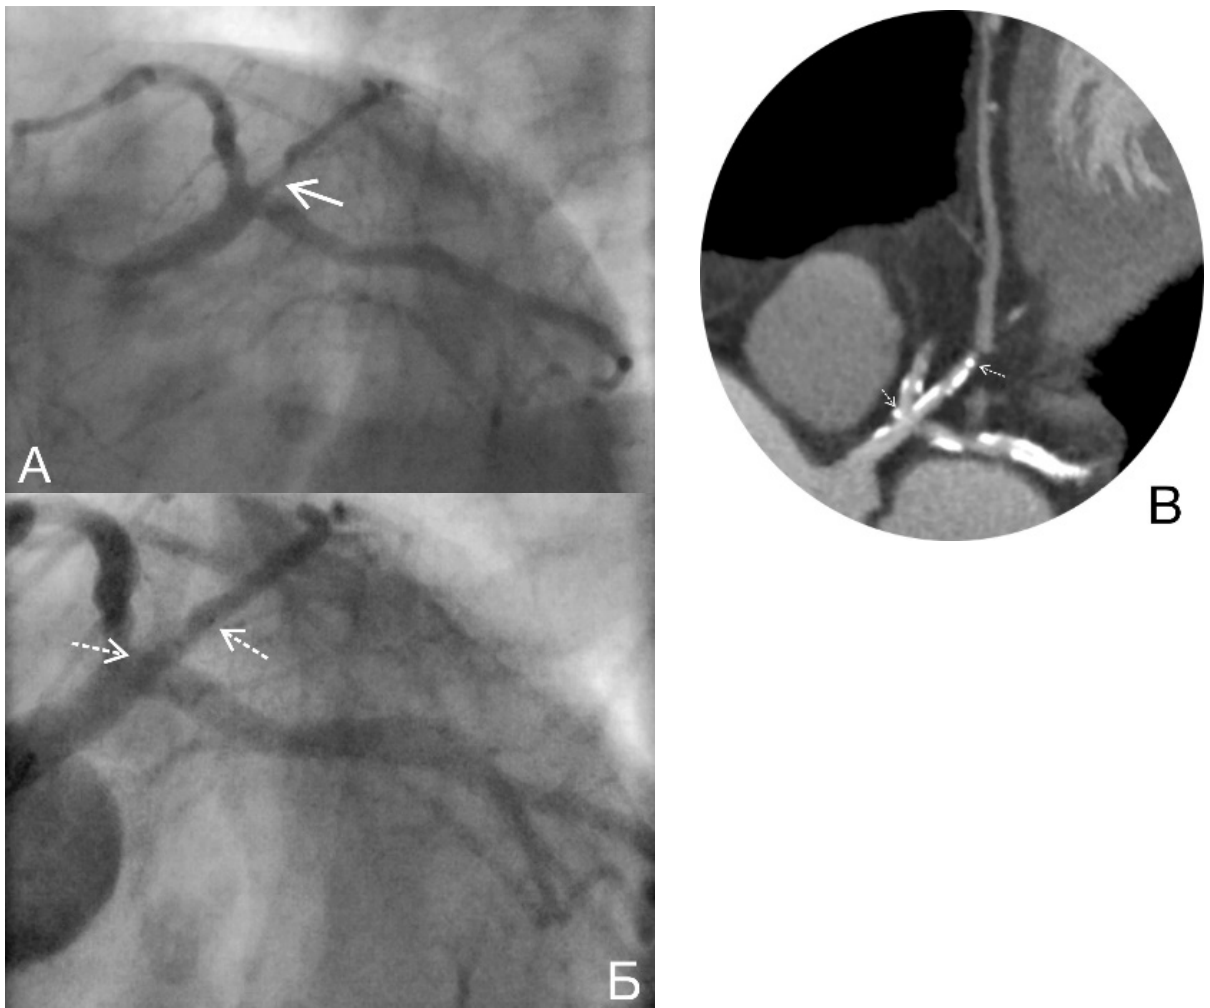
Комплексное исследование левой коронарной артерии у б-го Л., 77 л. А – коронарограмма левой коронарной артерии – стеноз проксимального сегмента интермедиарной артерии (стрелка). Б – коронарограмма левой коронарной артерии после стентирования проксимального сегмента интермедиарной артерии каркасом Absorb 2.5x18 мм, контрастные метки по краям (пунктирные стрелки). В – МСКТ-коронарограмма левой коронарной артерии через 32 месяца после имплантации каркаса: хорошо определяется просвет артерии внутри каркаса и дистальное русло, контрастные метки отмечены стрелками. Имеются множественные кальцинаты. КИ – 621 ед. Агатстона.
